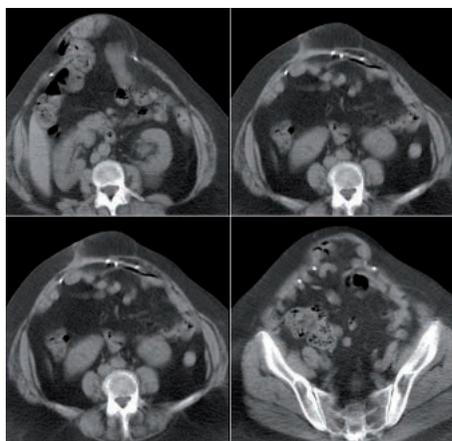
Recidiva de la laparoscopia valorada mediante tomografía.
